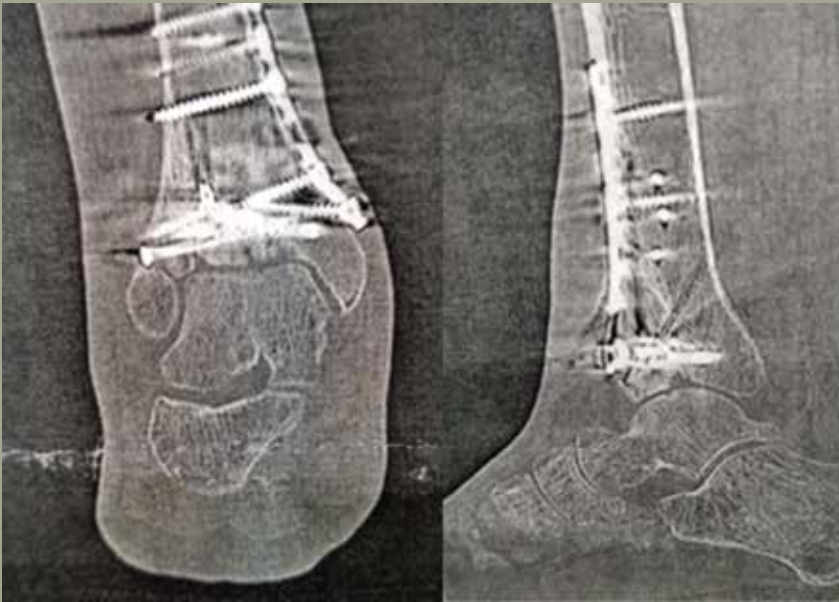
A) Tomografia computadorizada corte coronal de artrose do tornozelo pós reconstrução de fratura do pilão tibial e fixação com placas e parafusos; B) Corte sagital evidenciando o afundamento central-paciente com dor persistente há mais de um ano
